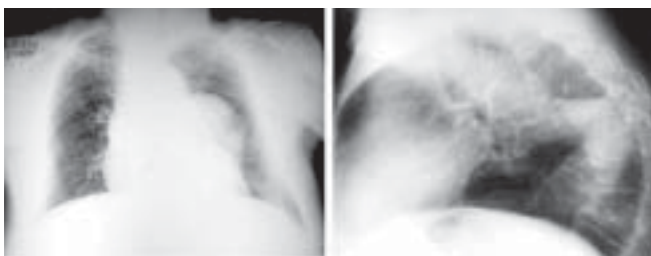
Na radiografia em PA (à esquerda), nota-se imagem oblonga, para-hilar esquerda. No perfil (à direita), fica bem mais nítido a tortuosidade da aorta. Diagnóstico: tortuosidade da aorta.
